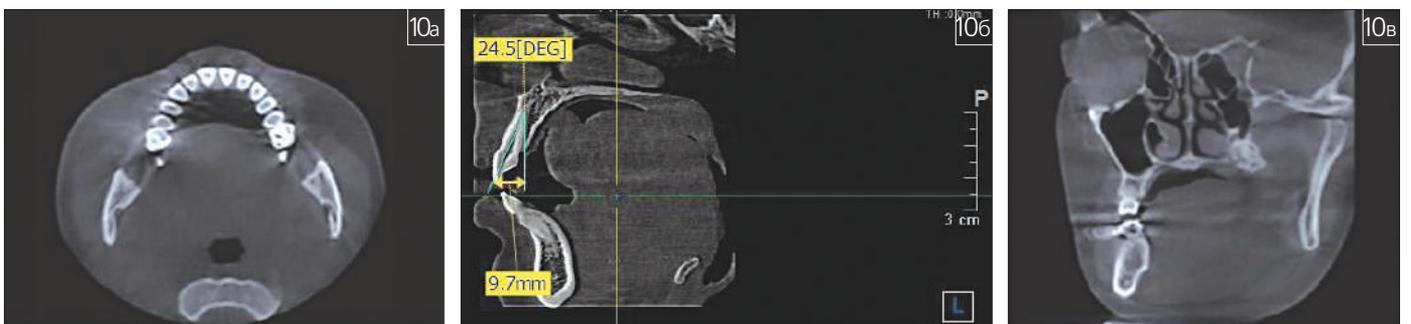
Методика определения расстояния от межрезцової точки до условной точки расположения альвеолярной дуги на снимках конусно-лучевой компьютерной томографии (а – вертикальная плоскость; б – сагиттальная плоскость; в – фронтальная плоскость)
